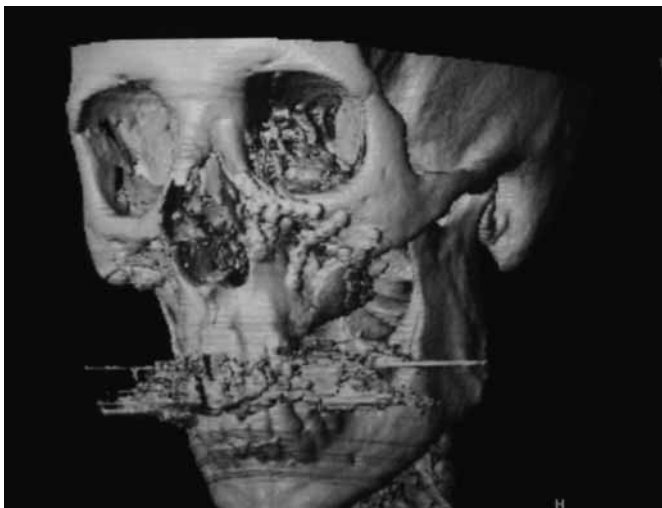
TAC con reconstrucción 3D tras la reducción y osteosíntesis de las fracturas.
